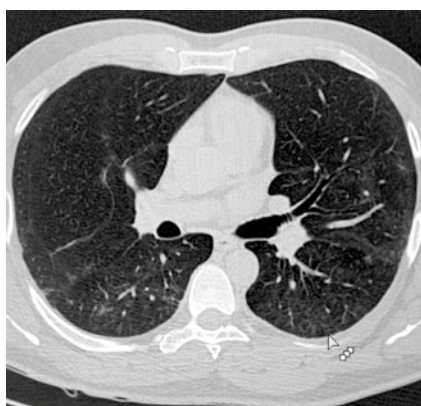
Tomografía de tórax sin contraste, obtenida al alta del paciente con neumonía severa por COVID-19 y uso de tocilizumab. Se aprecian escasas opacidades en vidrio deslustrado de la región posterior de ambos campos pulmonares.
